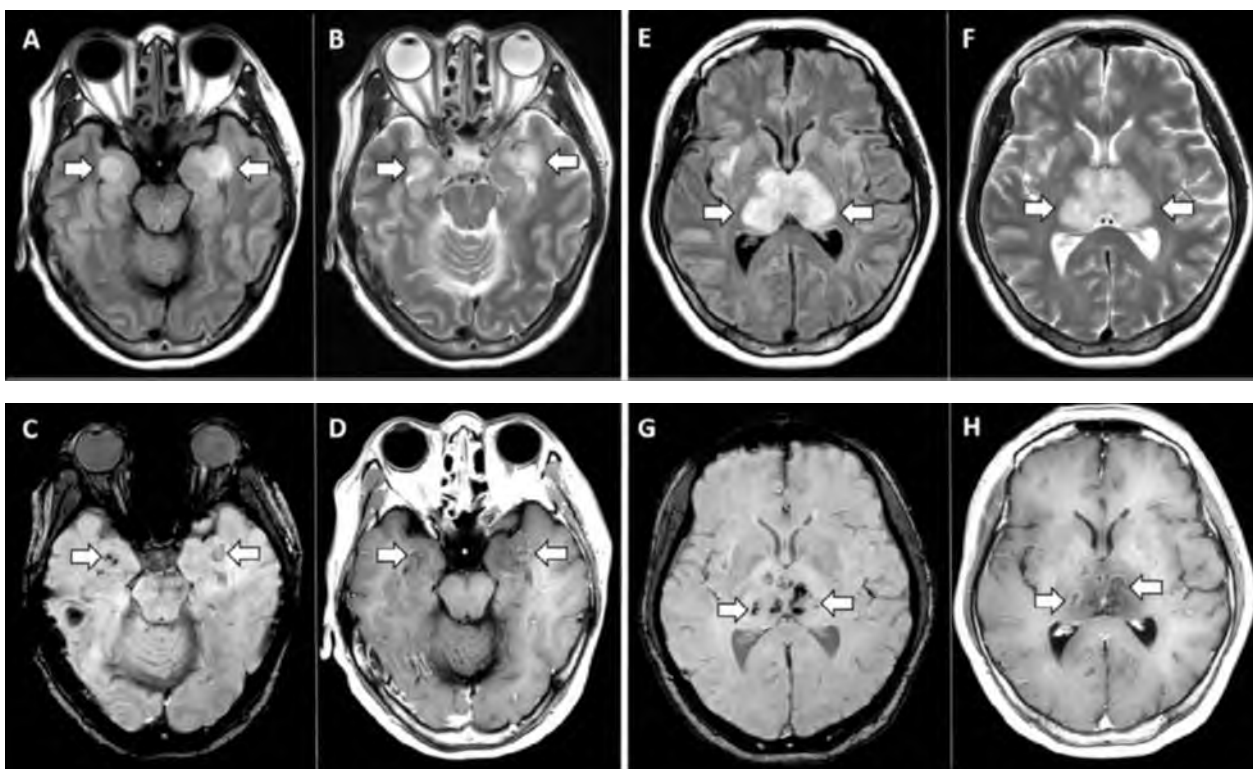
МРТ пациента с острой некротизирующей геморрагической энцефалопатией ассоциированной с COVID-19 (Poyiadji N. [et al.], 2020)
